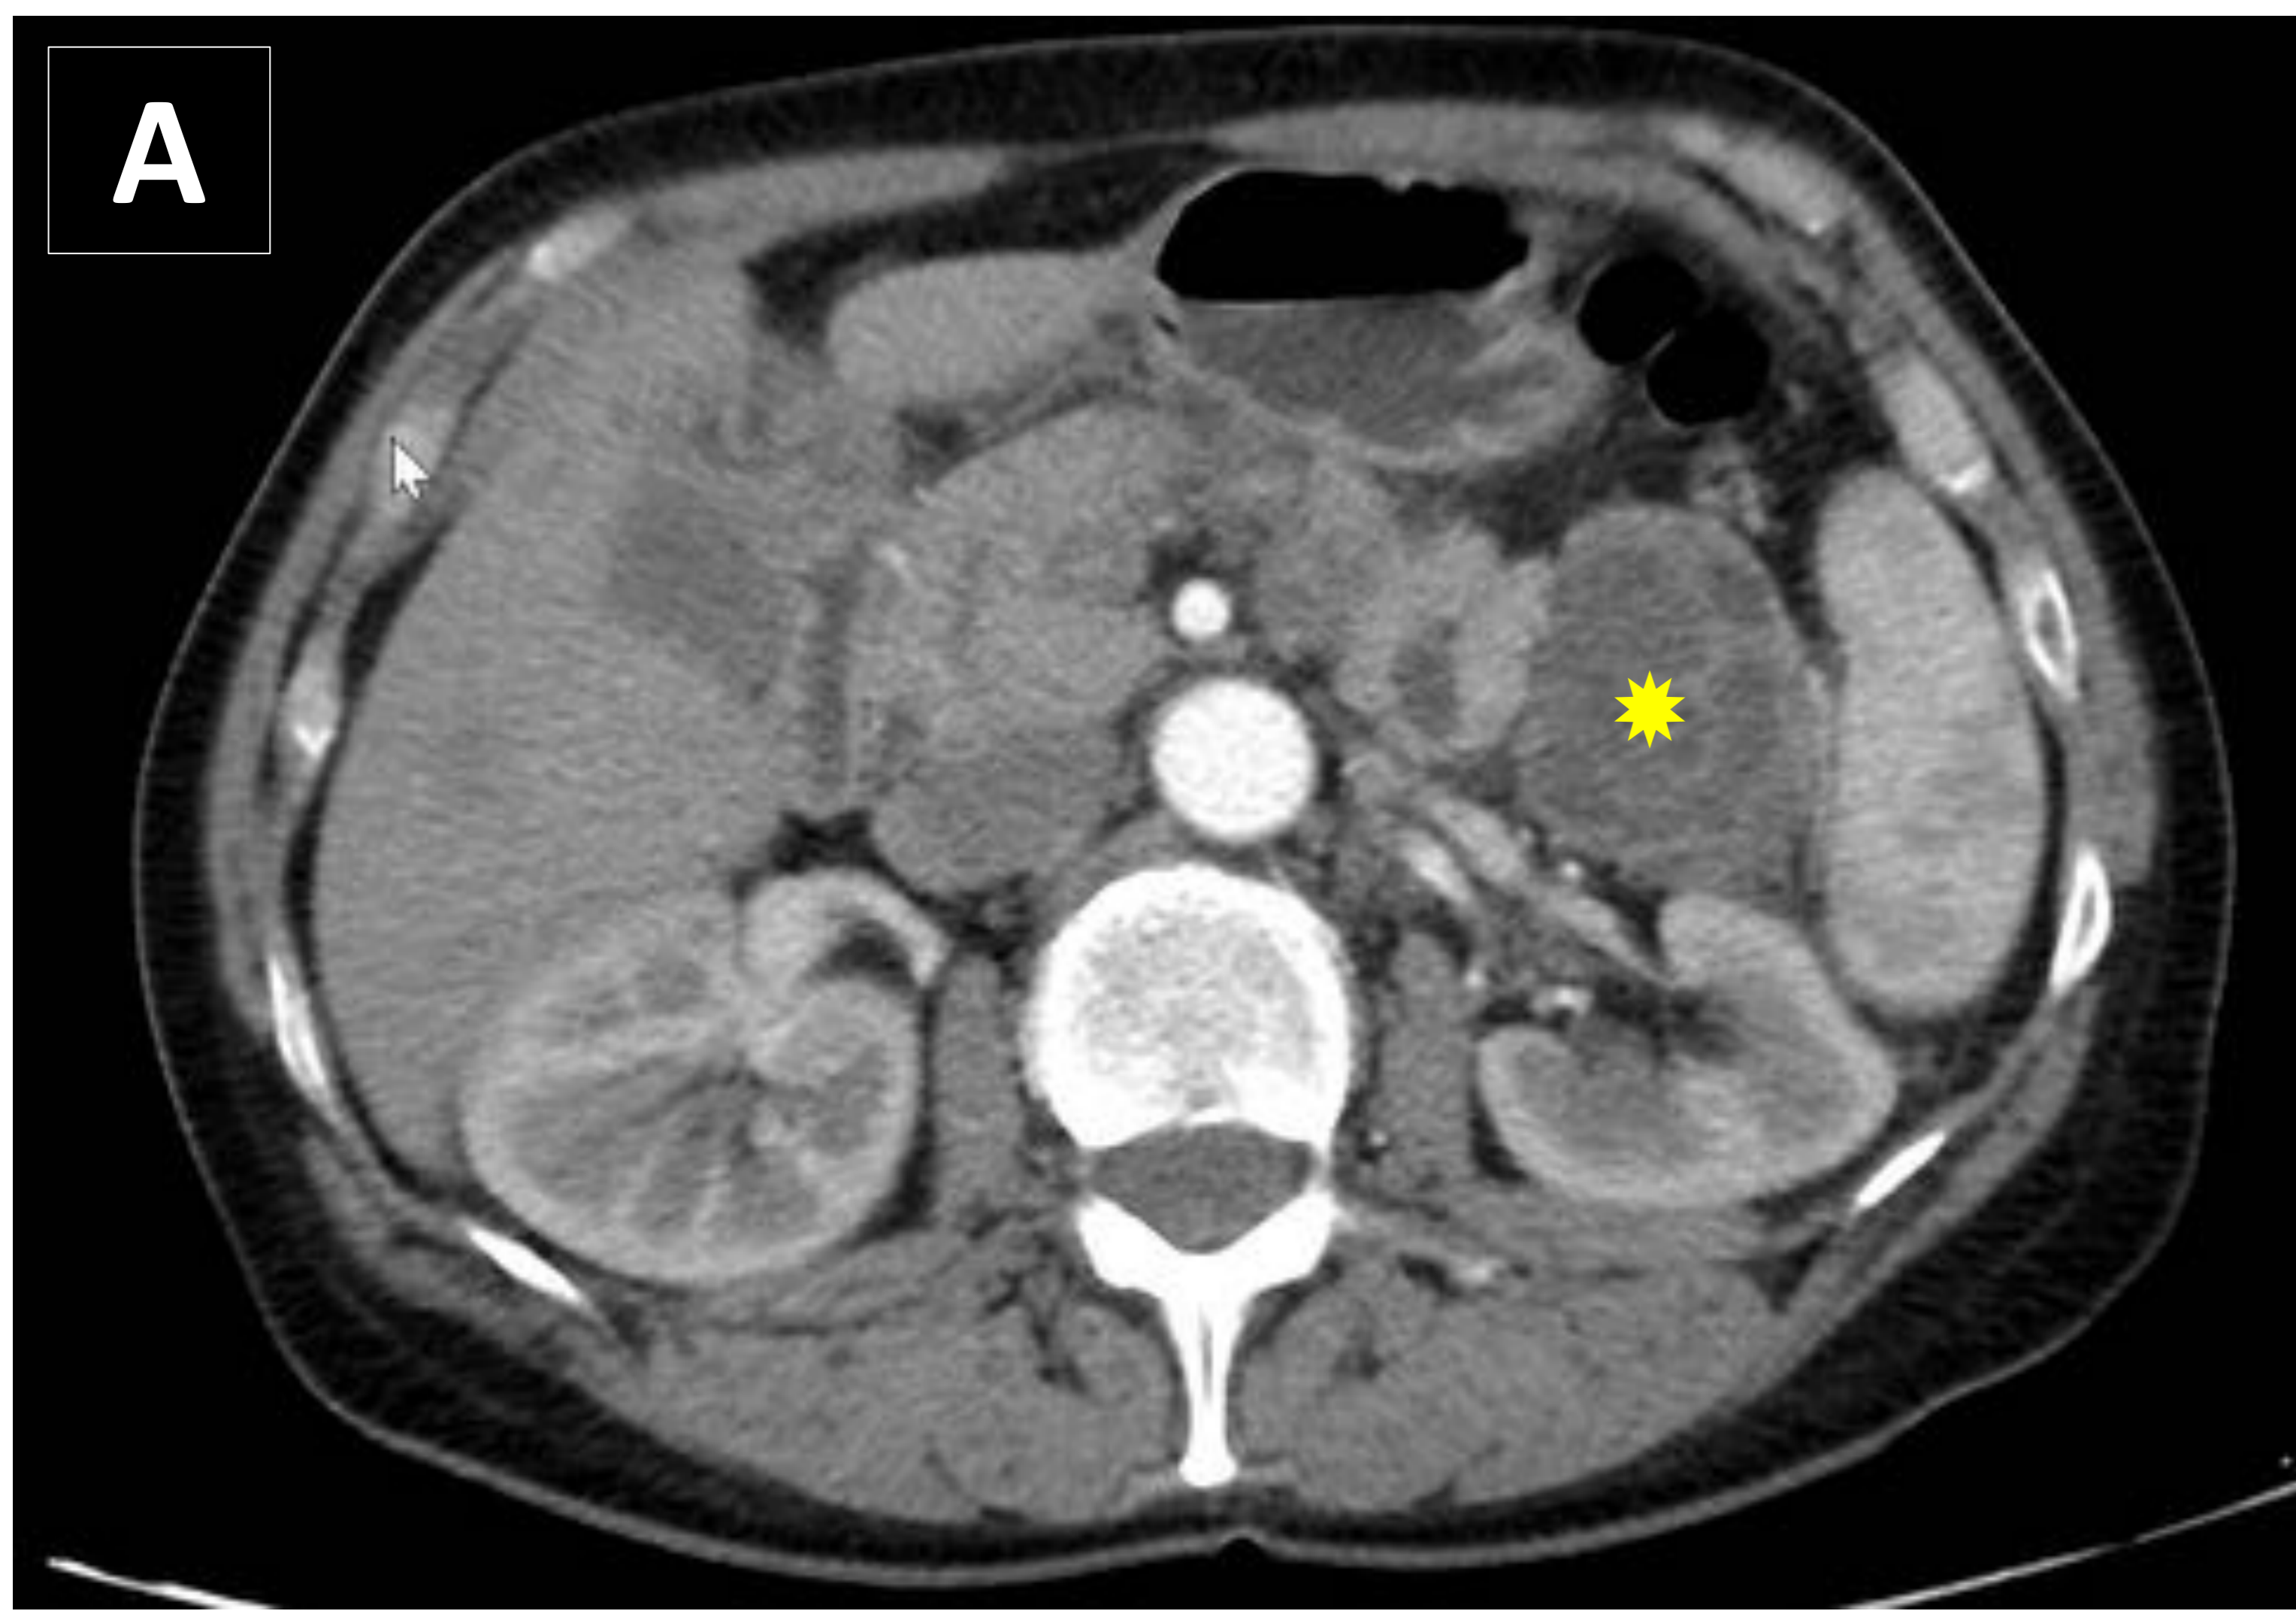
NEOPLASIA QUÍSTICA MUCINOSA (NQM). Paciente mujer de 65 años de edad que se presenta a servicio de Urgencias con cuadro de epigastralgia y vómitos. Se identifica en el TC de abdomen contrastado, (A) una lesión en la cola del páncreas, heterogénea redondeada y predominantemente hipodensa de aspecto poliquístico (asterisco amarillo), que no invade estructuras vecinas, sugestivo de neorformación. En la RM con contraste en fase portal (B) se observa captación de sus paredes (flecha blanca) y en la RM T2 TSE (C) se observa hiperseñal interna en (flecha amarilla) sugestiva de contenido mucinoso, sin objetivar en la CPRM (D) comunicación con el conducto de Wirsung el cual tampoco se observa dilatado. Todo ello sugestivo de Neoplasia quística mucinosa. Se realiza posteriormente pancreatocetomía cefalocaudal más esplenectomía, confirmando el diagnóstico en el estudio anatomopatológico.
